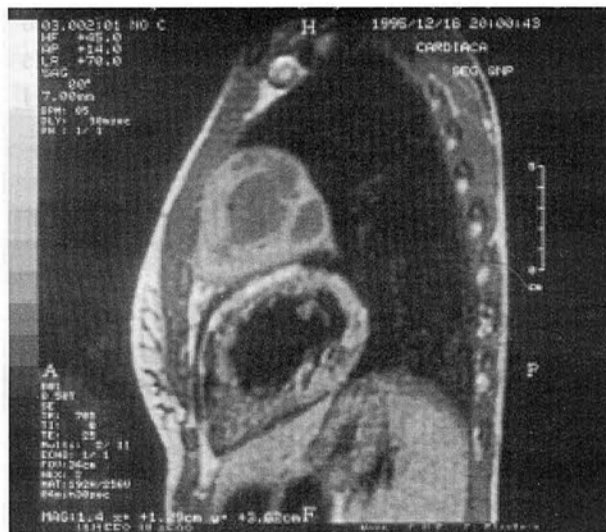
Ressonância Magnética do tórax, 3 planos : coronal, sagital e axial (exemplo).
